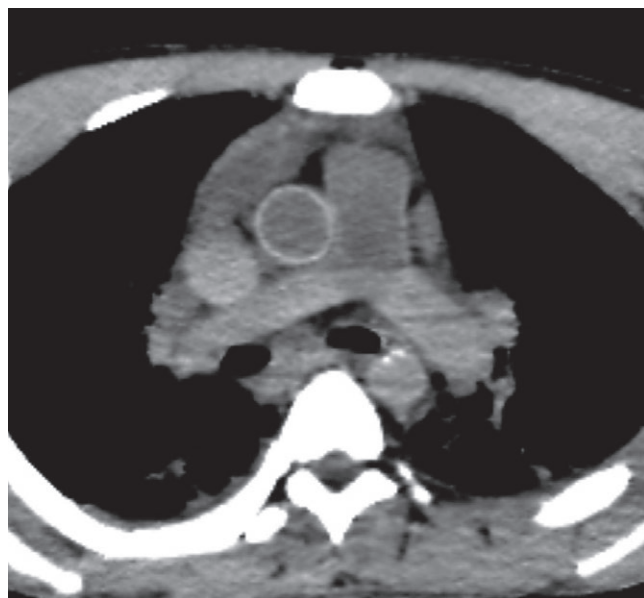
Посмертная нативная КТ. Быстрое наступление смерти в результате внутримозгового кровоизлияния [7]. Аксиальный срез грудной клетки в мягкотканном окне. В легочном стволе видна граница между сывороткой (гиподенсивная зона) и более плотными нижележащими форменными элементами крови.
